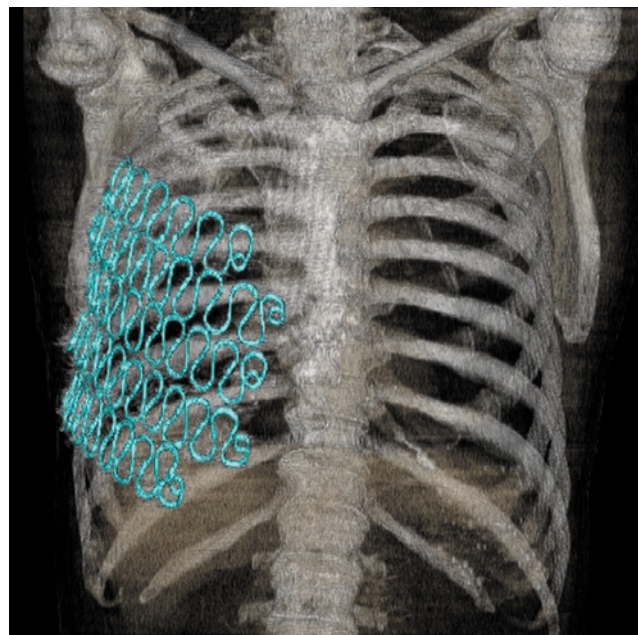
Спиральная компьютерная томография грудной клетки через 6 мес после операции. 3D-визуализация
